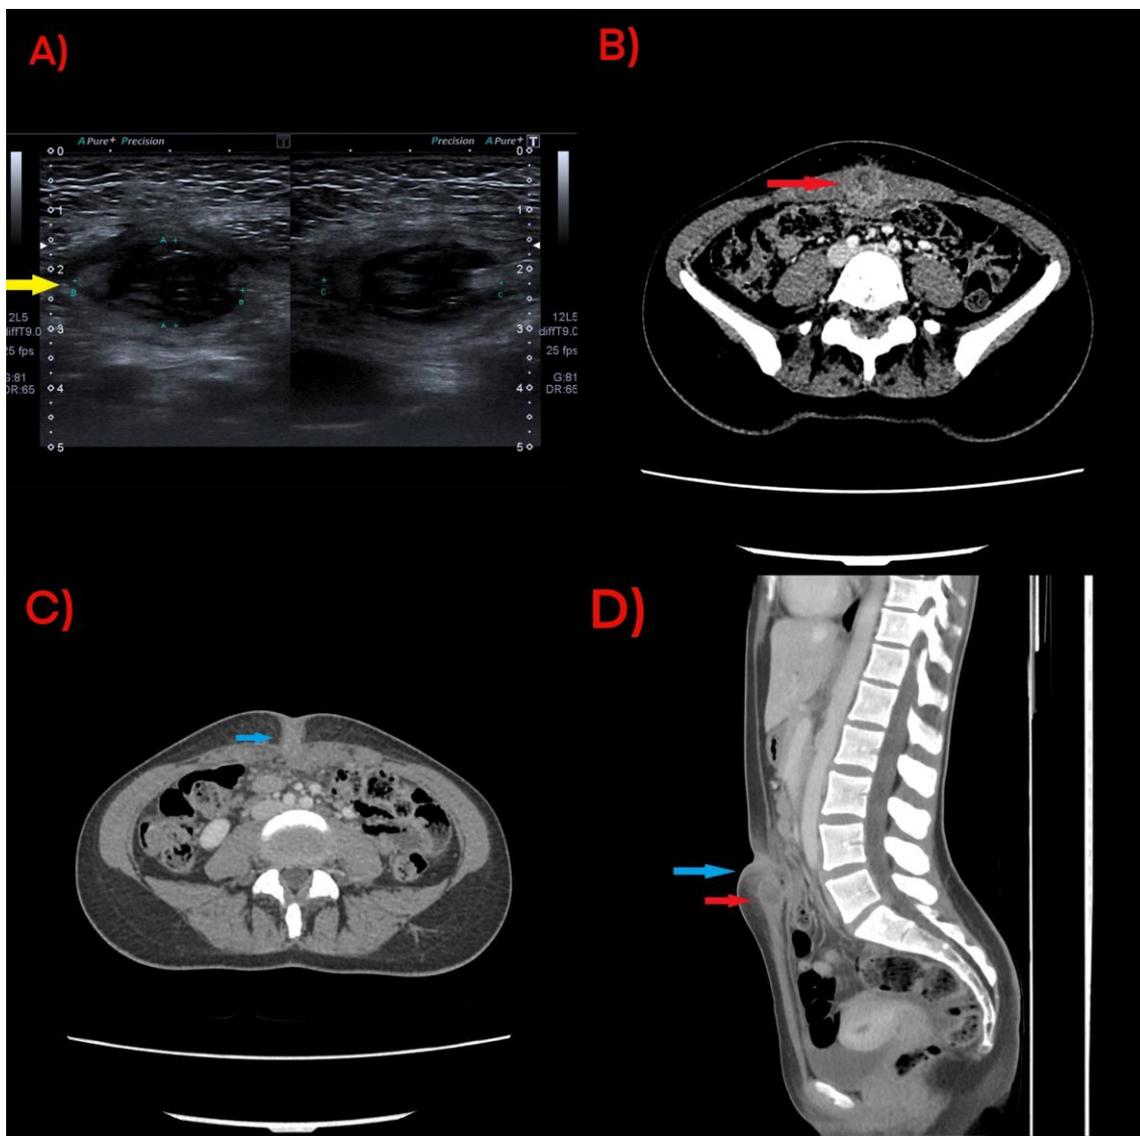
Ecografía de partes blandas objetivando la colección subyacente al plano muscular (flecha amarilla). Figura 2, 3 y 4. TC abdominopélvico con contraste, donde se visualiza el tracto fistuloso (flecha azul) y la colección (flecha roja), con pequeña burbuja de aire en su interior, probablemente de origen iatrogénico, tras intentar drenarlo, sin poder descartar infección por anaerobios.
